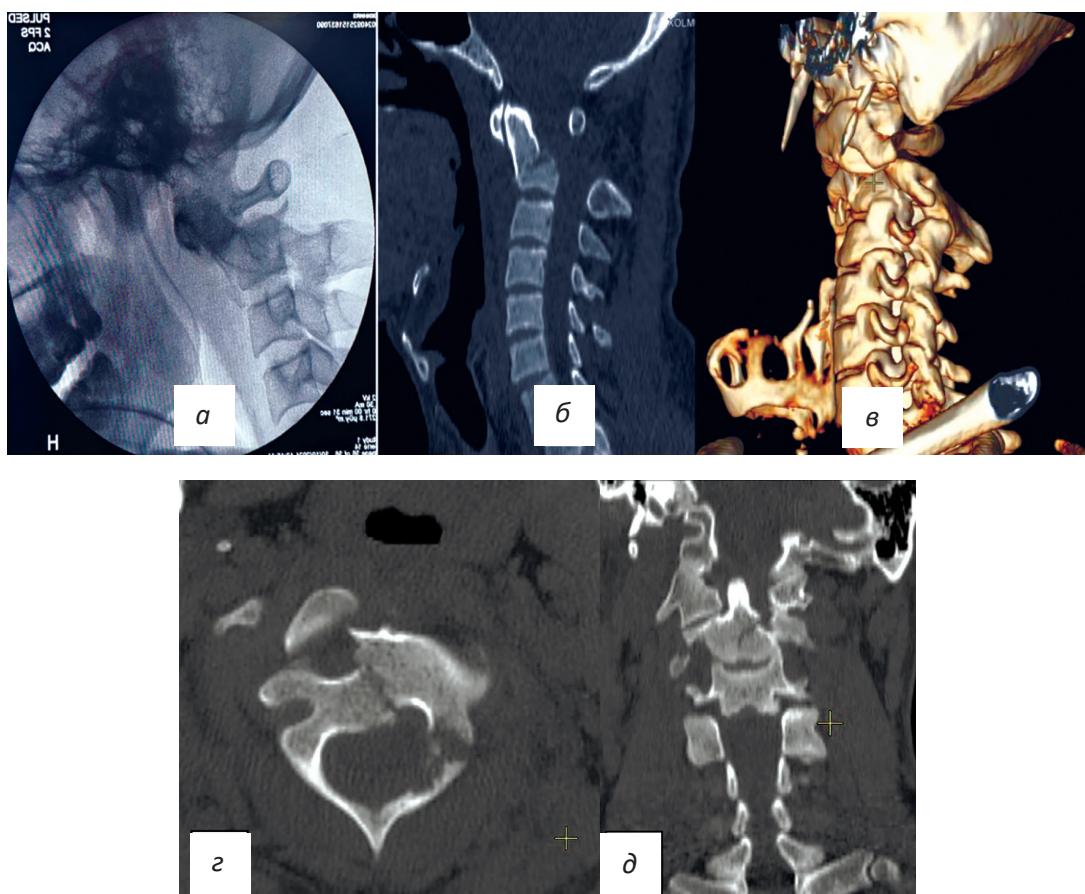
Компьютерная томография шейного отдела позвоночника выявила перелом зубовидного отростка и тяжелый атлантоаксиальный вывих. *а* – на боковой рентгенограмме определяется перелом зубовидного отростка III типа с передним смещением; *б* – на мультиспиральной КТ (МСКТ) в сагиттальной проекции визуализируется линия перелома, проходящая через тело C_2 позвонка, сопровождающаяся смещением и атлантоаксиальным вывихом; *в* – трехмерная реконструкция КТ в боковой проекции подтверждает атлантоаксиальную дислокацию в сочетании с переломом зубовидного отростка; *г, д* – на аксиальном и фронтальном срезах МСКТ-исследования виден перелом тела позвонка C_2 со смещением и ротацией.
